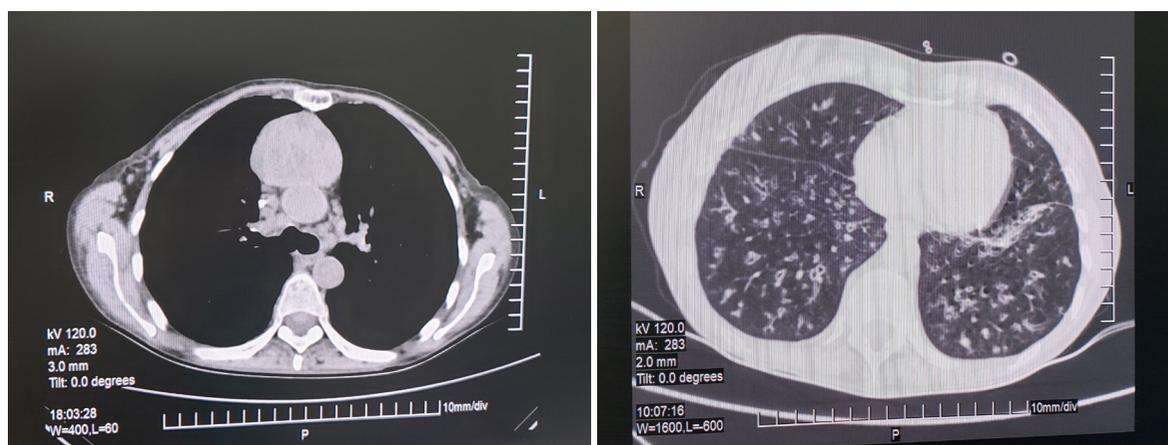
TC de tórax con lesión de partes blandas en el mediastino prevascular de 58 por 41 mm. Numerosas bronquiectasias afectan la totalidad del árbol bronquial pulmonar bilateral.
